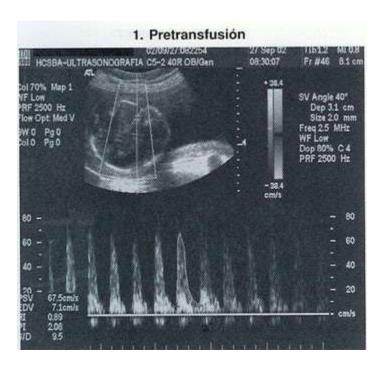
Doppler. Isoinmunización Rh.
